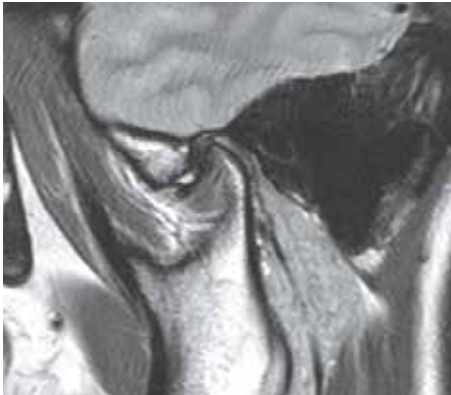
На предоперационной магнитно-резонансной томограмме визуализируется передний вывих диска
